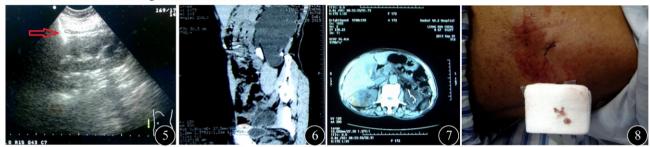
术中超声证实Surgicel位于通道内(箭头所示) 图6 患者男,67岁,左输尿管上段结石并左肾重度积水 图7 患者男,67岁,术后第1天复查CT未见肾周积液和血肿 图8 患者男,67岁,术后第1天伤口敷料无尿液浸染
